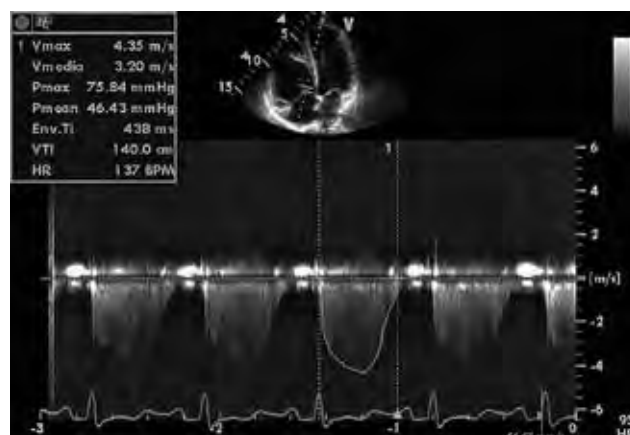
Insufficienza tricuspidalica: curva di velocità al Doppler continuo per stimare sia la PAPs (picco di velocità, pari a 85 mmHg) sia la PAPm (integrale velocità-tempo, 46 mmHg).
